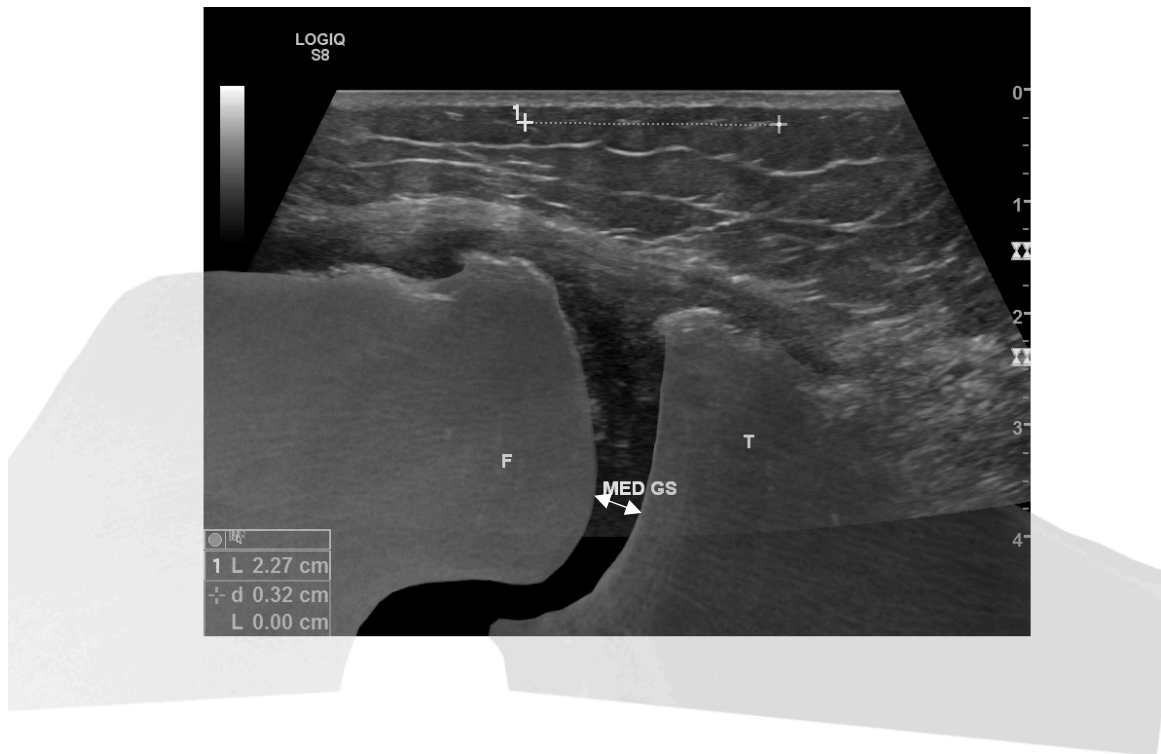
Patient A: Matching-Bild des medialen GS (oben) bzw. lateralen GS (unten). Fusion des femoralen (F) und tibialen (T) Röntgenausschnitts mit dem B-Mode US-Bild. Jeweils im oberen Bildbereich ist die Referenzlinie für die Gelenkspaltmessung zu sehen. Der weiße Pfeil markiert die GS-Messung.
